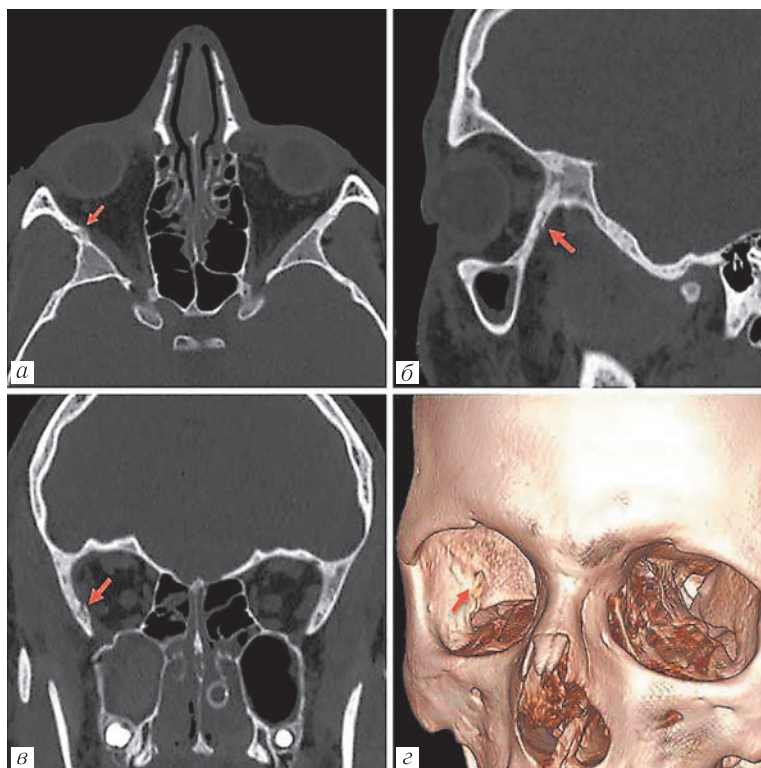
Мальчик, 12 лет. КТ черепа. Краниофациальная травма. Аксиальная (а) МIP, сагиттальная (б) MPR, фронтальная (в) MPR, трехмерная реконструкция (г). Перелом верхней стенки правой орбиты (оранжевая стрелка)
